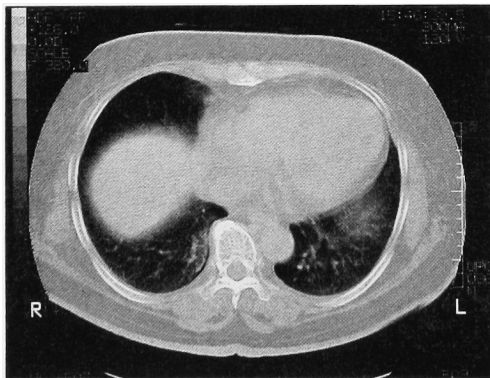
CT scan of lung after 7 months of 4 courses. Lung metastasis was not shown.
